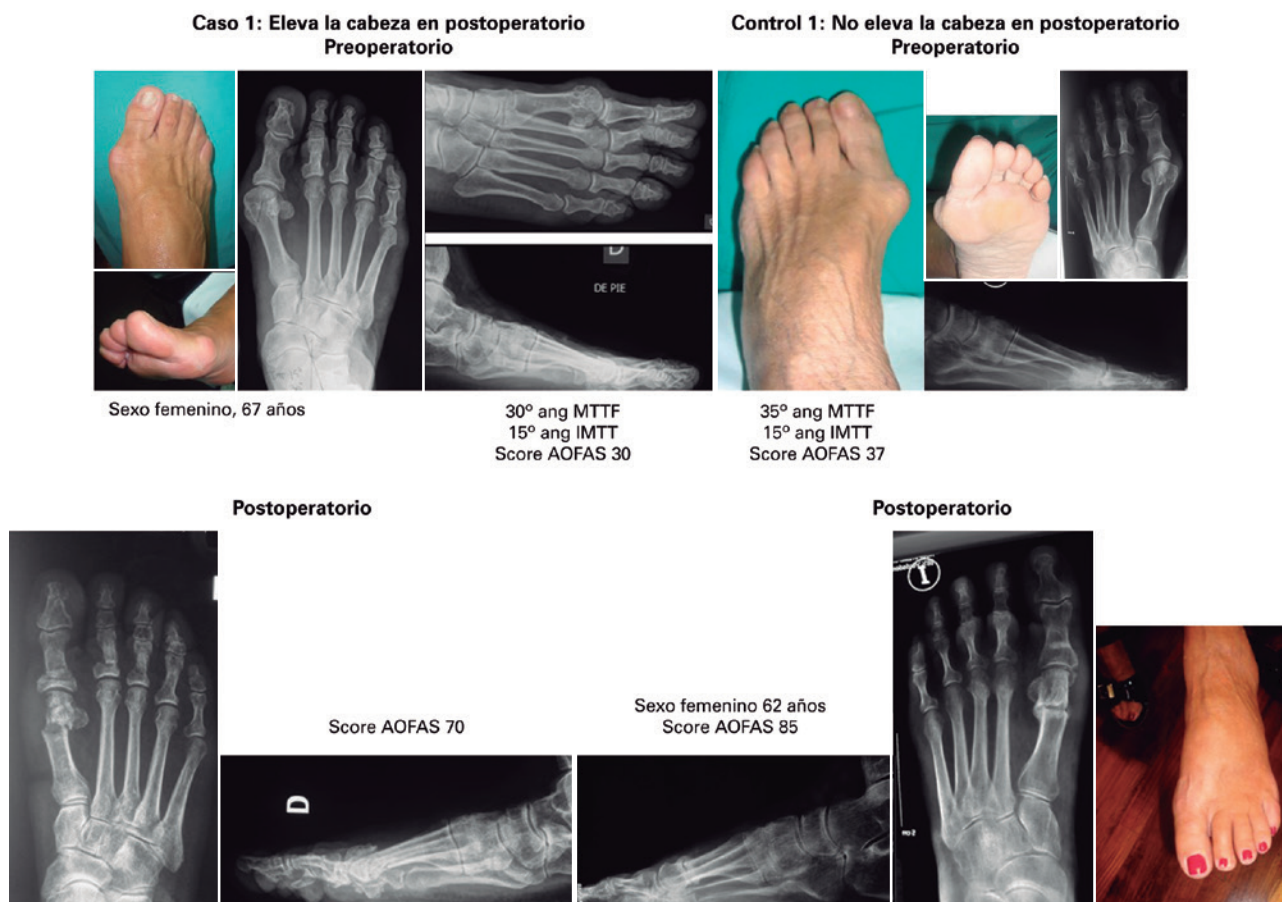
Se observan las radiografías pre y postoperatorios de un caso y un control. En el postoperatorio del caso se observa en la radiografía de perfil una elevación de la cabeza del primer metatarsiano. En el control no se observa la elevación y sí la consolidación de la osteotomía.
